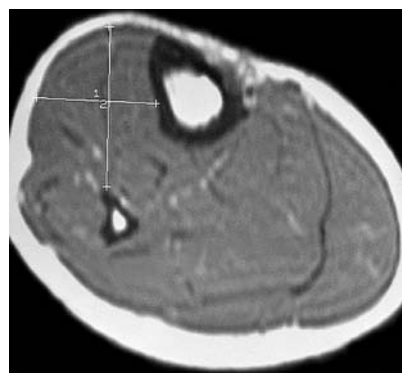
Размеры переднего футляра голени в покое после операции (данные МРТ).
